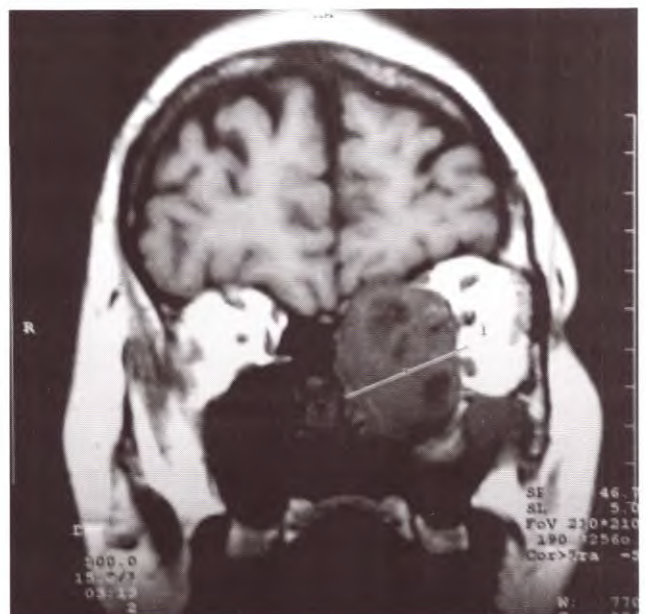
IRM frontal que muestra una tumoración hipointensa.
